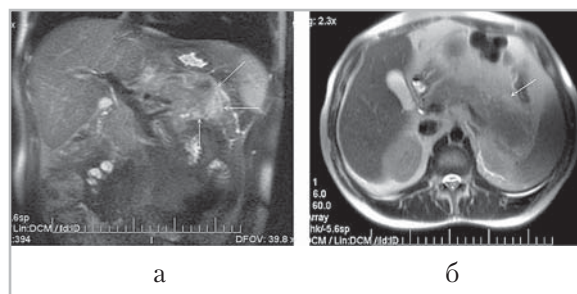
Магнитно-резонансные томограммы: а – коронарное T2-ВИ с подавлением сигнала от жира; б – аксиальное T2-ВИ. Острый интерстициальный панкреатит с мелкими жидкостными скоплениями (стрелки) в парапанкреатической клетчатке (степень D). Жидкость представлена ажурной сеточкой гиперинтенсивного сигнала, которая лучше видна в программе с подавлением сигнала от жира
